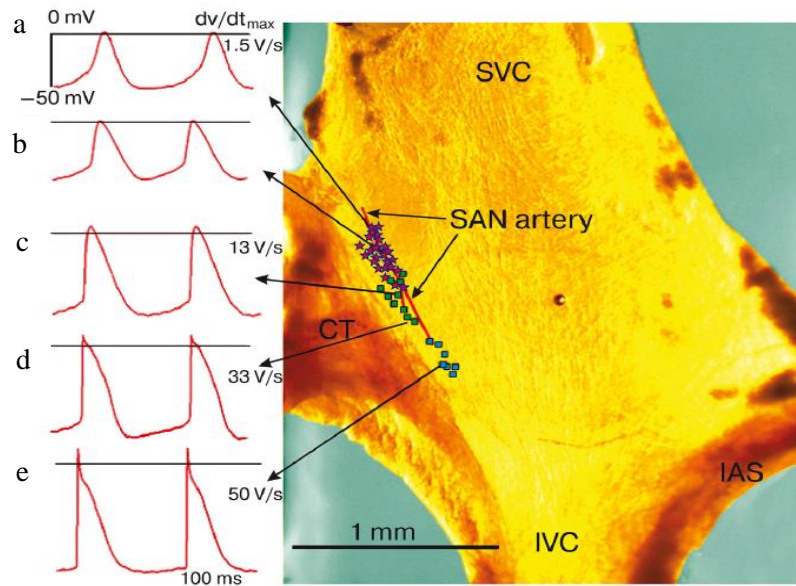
Preparación multicelular del NSA de ratón. La aurícula derecha fue cortada para exponer la crista terminalis (CT), el septum interauricular (IAS), la vena cava superior (SVC), vena cava inferior (IVC) y la arteria del NSA (SAN arteria). Potenciales de acción verdaderos (asterisco rosa), marcapasos latente (cuadrados verdes) y tipo auriculares (cuadrados azules). Tomada de (Golovko, et al., 2015).
